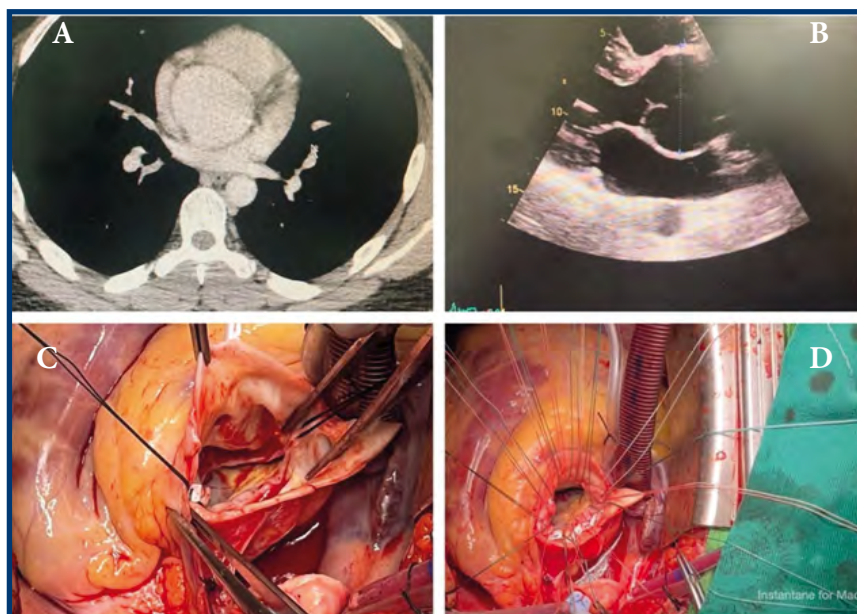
A. TC tórax evidencia aneurisma de raíz aórtica. B. Ecocardiograma muestra válvula bicúspide con anulectasia. C. Aortotomía transversa en unión sinotubular. D. Implante intranular de tubo valvulado.
